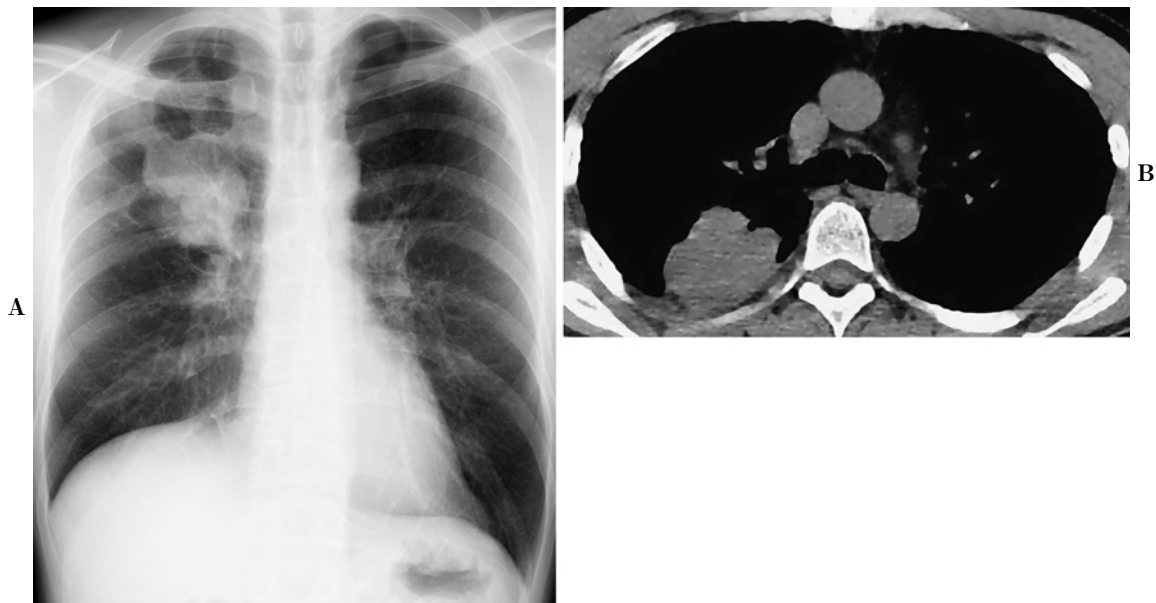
(A) Chest X-ray film showing a tumor shadow in the right upper lung field. (B) Chest CT showing a mass lesion in the right S².
